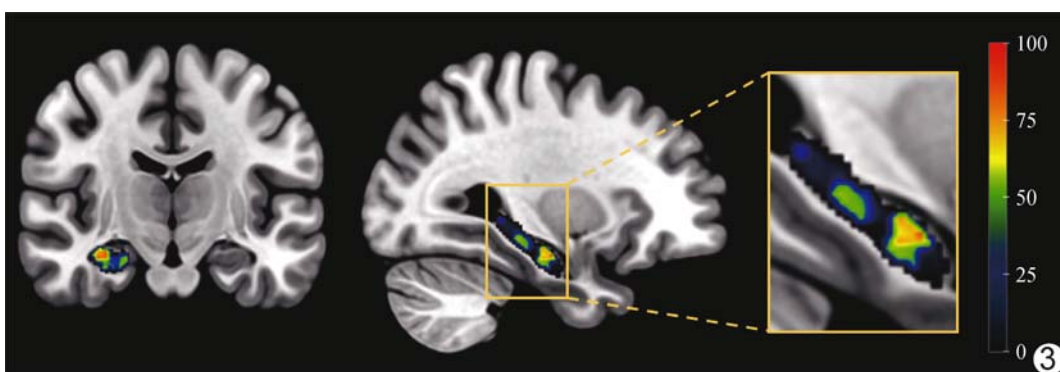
aMCI 组与 HC 组体素水平海马分类特征可视图 (特征: FDG\_R\_lbp-3D-k\_glcm\_ClusterProminence) (色带值代表 SHAP 值)
